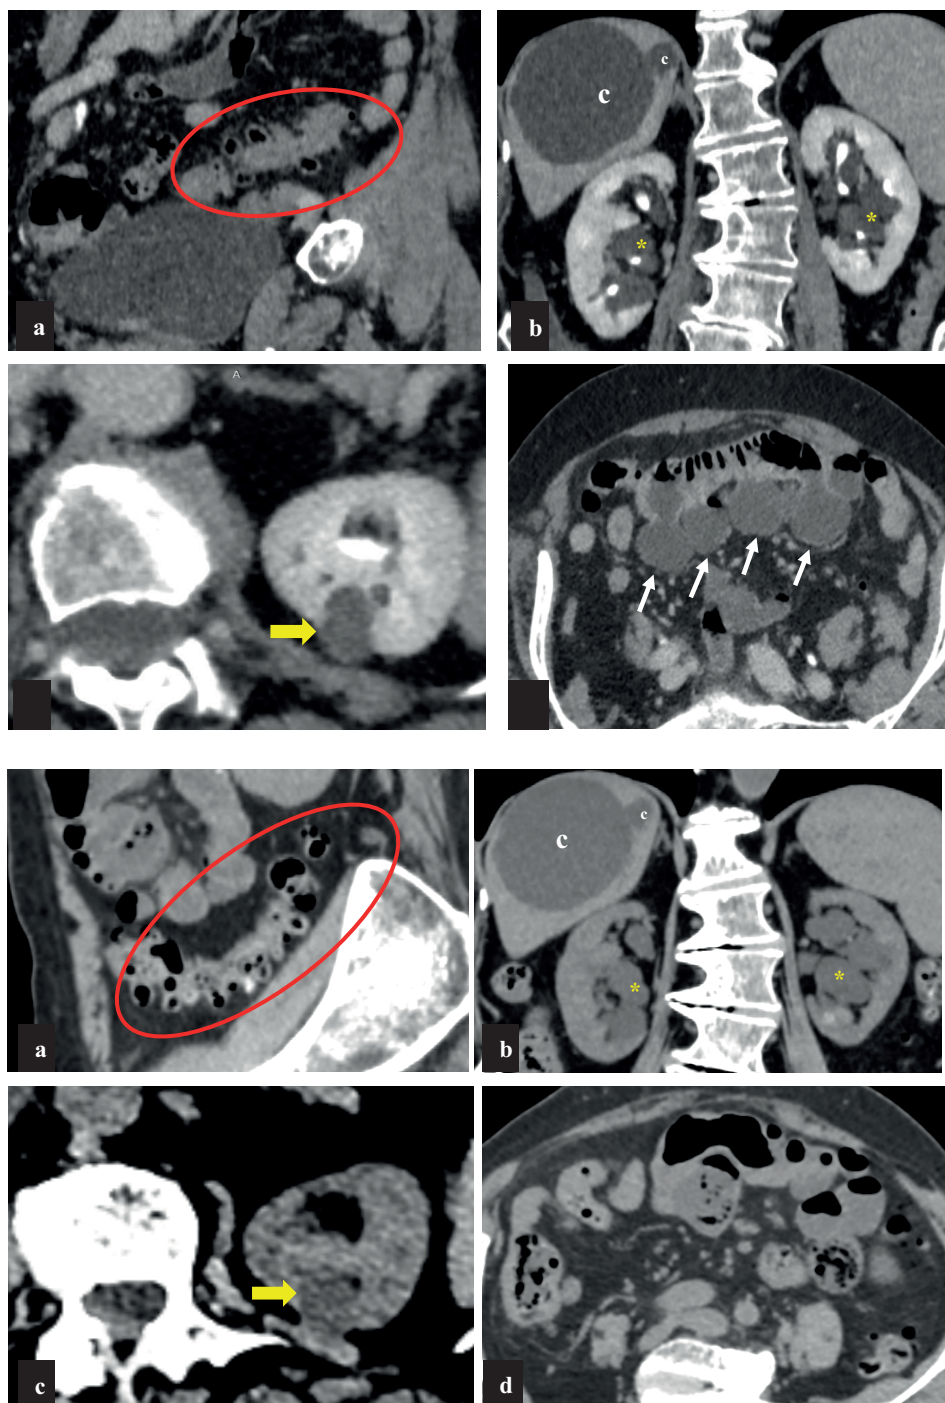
КТ живота с контрастным усилением (24.04.2025). Отсроченная фаза. MPR. а, б – косая фронтальная проекция, с, д – аксиальная проекция.
